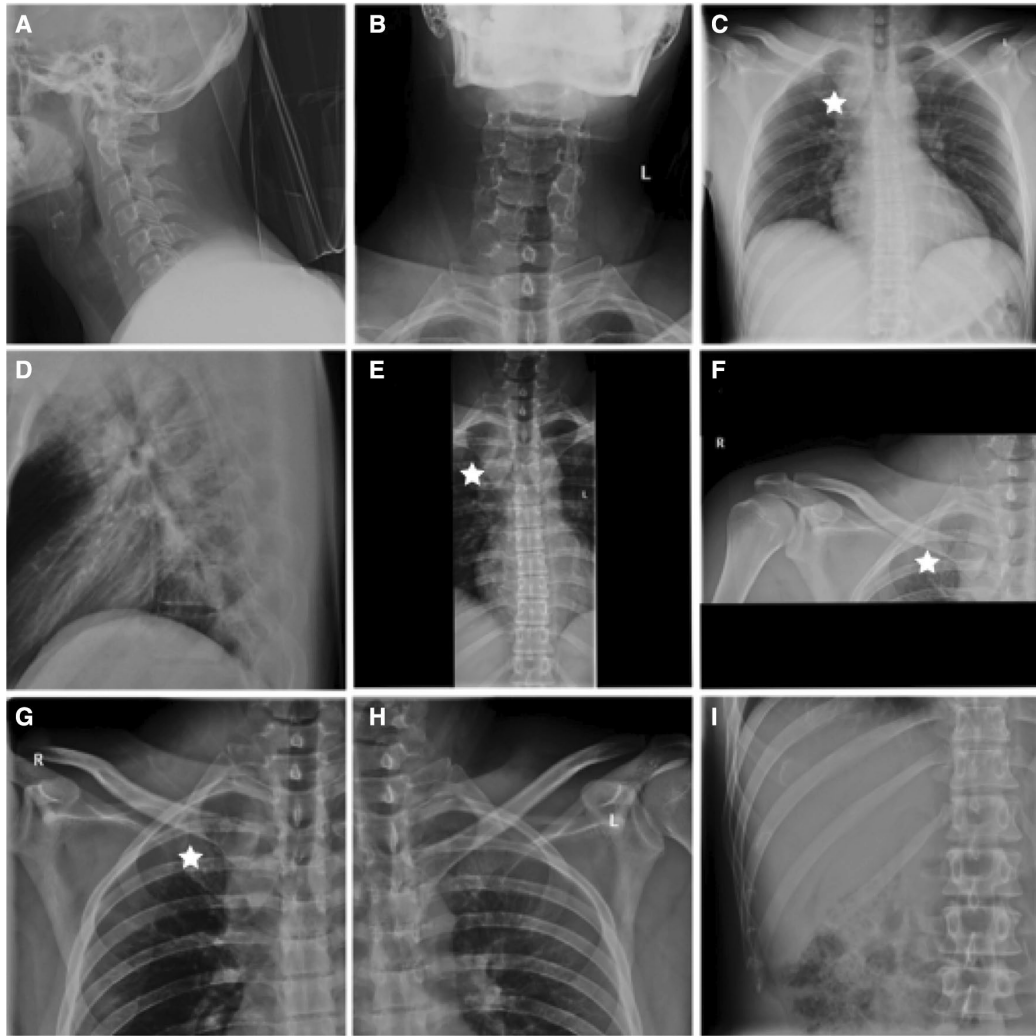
Fall 2 eines 30-jährigen Patienten. a-i Die initiale Bildgebung umfasste insgesamt neun verschiedene Röntgenbilder des Schlüsselbeins, der Brust und der Halswirbelsäule, bevor wegen anhaltender Dyspnoe eine CT-Untersuchung der sternoclaviculären Region und des Thorax durchgeführt wurde. Die Fraktur des medialen Schlüsselbeins (Stern) wurde im Röntgenbild dargestellt; der apikale Pneumothorax rechts, das mediastinale Emphysem sowie die Lungenkontusionen blieben in dieser Modalität jedoch unbemerkt. Quelle: [21].
